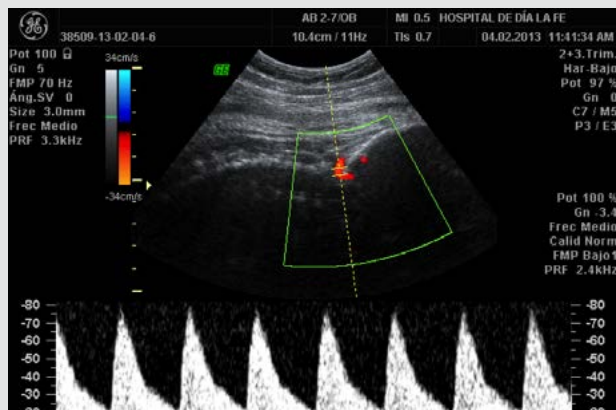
Doppler pulsado en la arteria vertebral. Se observa su OVF.
